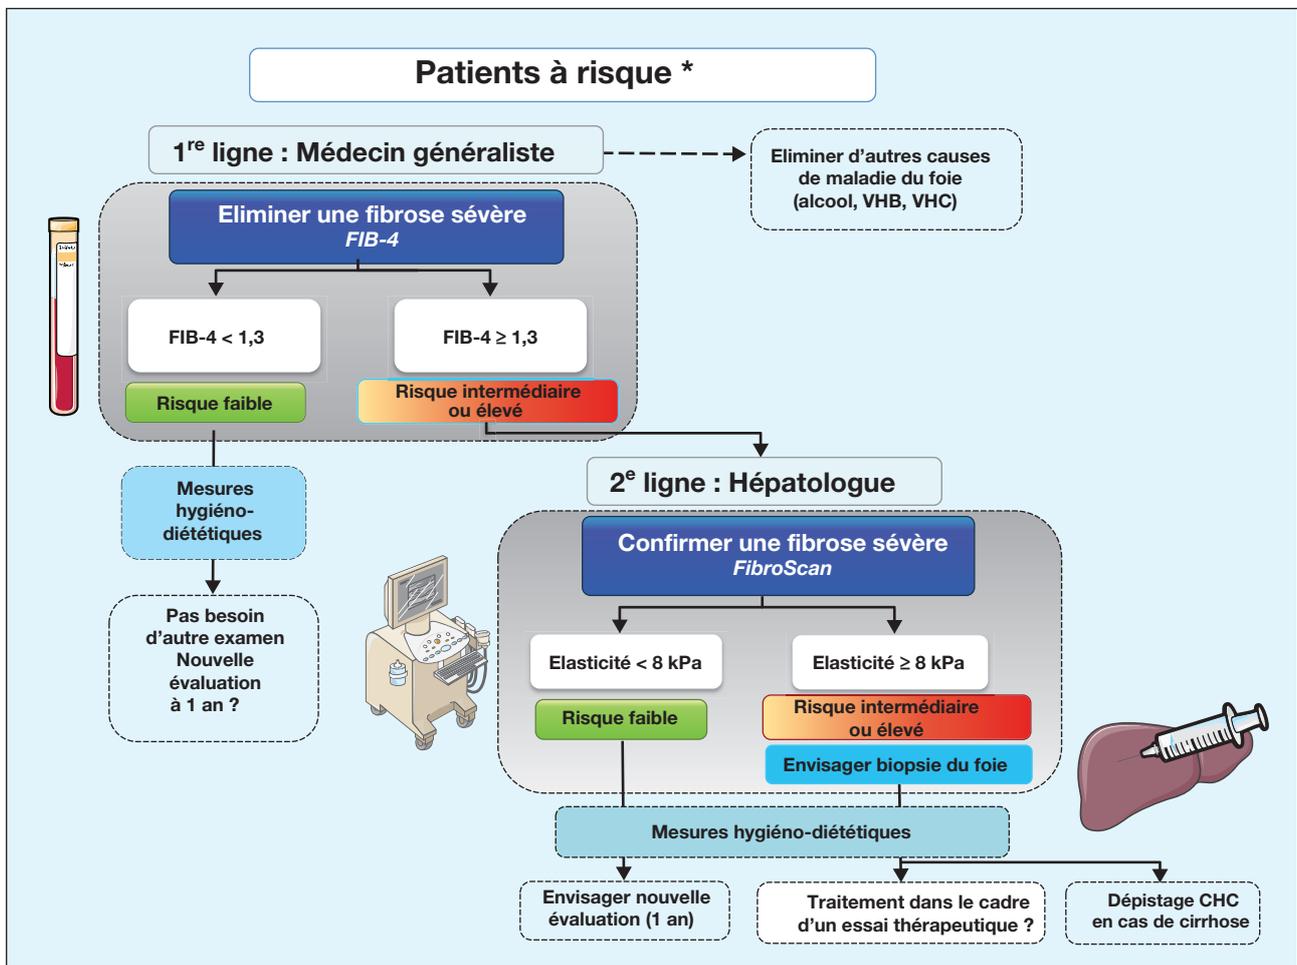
Logigramme décisionnel de prise en charge des patients suspects de stéatopathie métabolique en utilisant le FIB-4 (adaptée de Castera *et al.* [13]). Le calcul du score FIB-4 est obtenu en appliquant la formule suivante : $FIB-4 = \text{Age (années)} \times \text{AST (U/L)} / \text{PI (10}^9/\text{L)} \times \text{ALT}^{1/2} \text{ (U/L)}$ dans laquelle ASAT est l'activité de aspartate aminotransférase (EC 2.6.1.1), PI la numération des plaquettes sanguines, ALT l'activité de l'alanine aminotransférase (EC 2.6.1.2). Le FIB-4 pourrait selon une seule étude publiée présenter des performances plus faibles chez les patients âgés de plus de 65 ans ; la détermination de seuils décisionnels adaptés à l'âge devra être étayée par des études additionnelles dans la NAFLD. VHB : virus de l'hépatite B ; VHC : virus de l'hépatite C ; CHC : carcinome hépatocellulaire. *Définition patient à risque : patient obèse ou diabétique de type 2 ou ayant un syndrome métabolique avec une stéatose hépatique à l'échographie et/ou des anomalies inexplicables du bilan hépatique (transaminases ou gamma-GT).
